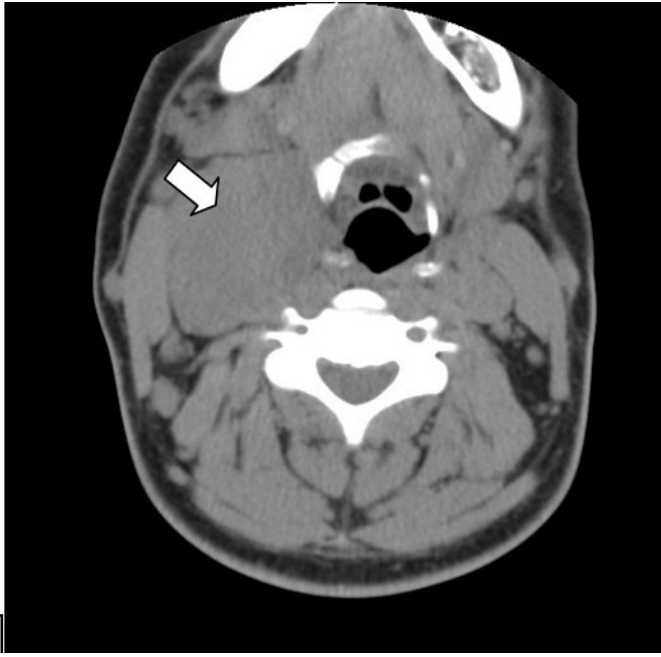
TDM cervicale en coupe axiale, sans produit de contraste, objective une masse homogène de la région carotidienne droite (flèche), évoquant un paragangliome carotidien droit. (Iconographie Pr Alaoui).
